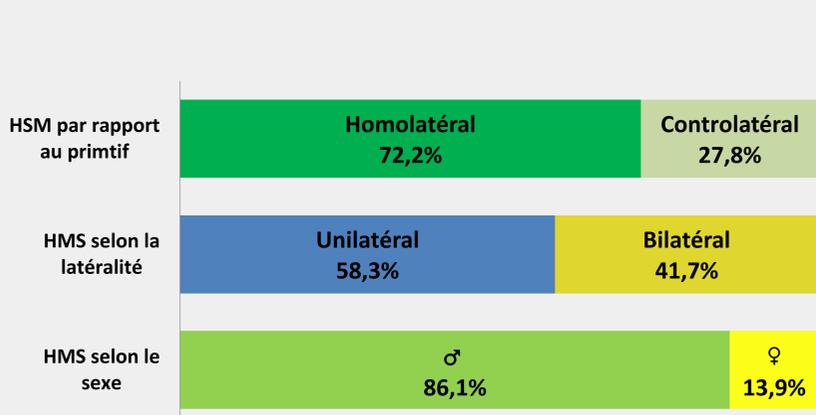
Particularités cliniques des incidentalomes surrénaliens en ¹⁸FDG TEP/TDM
